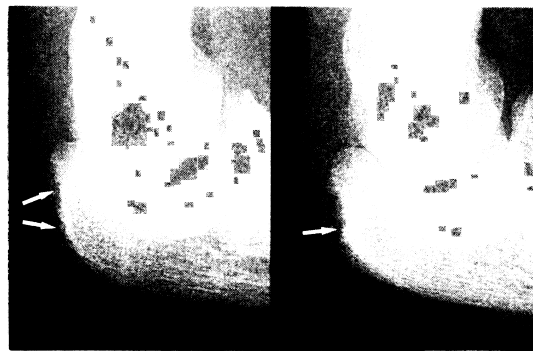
透析歴21年、52歳女性の両側の肘関節X線像(側面像)である。いずれも肘頭部の不規則な骨吸収像と剥離骨片(白矢印)を認める。
